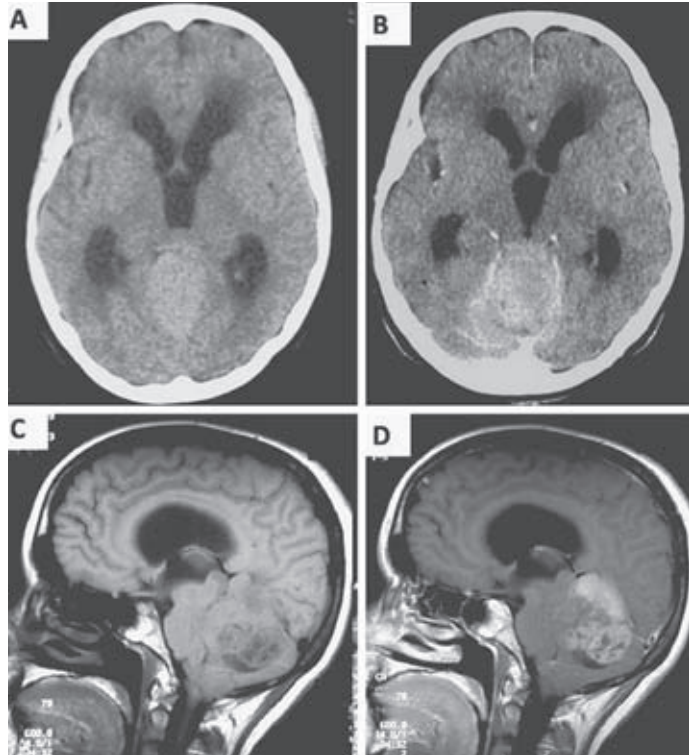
Meduloblastoma vermiano, visto según diferentes pruebas de imagen. A: TC simple. B: TC con contraste. Captación homogénea de la lesión. C: RM sin contraste. Imagen en T1, corte sagital. Lesión muy heterogénea. D: RM con contraste. Imagen en T1, corte sagital.
